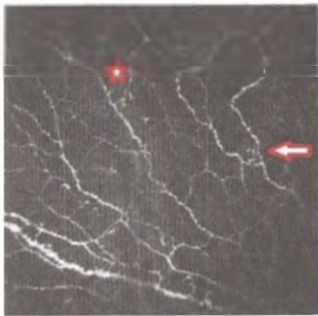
Лазерная сканирующая томограмма нервных сплетений: нарушение гомогенности субэпителиальных нервов, в виде «четок» (указана стрелкой), визуализируются суббазальные нервные волокна, имеющие извитой ход и неправильное ветвление в виде «петель» (указана звездочкой).
